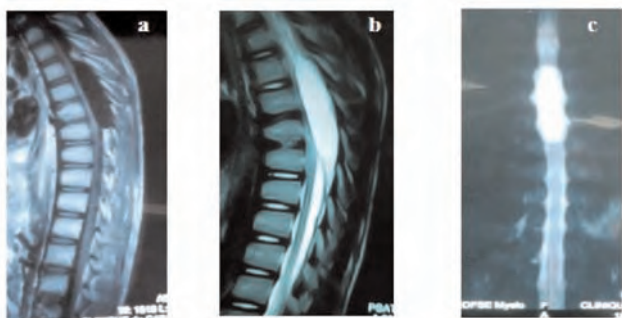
IRM dorsale T1(a), T2(b), Myélo(c)
